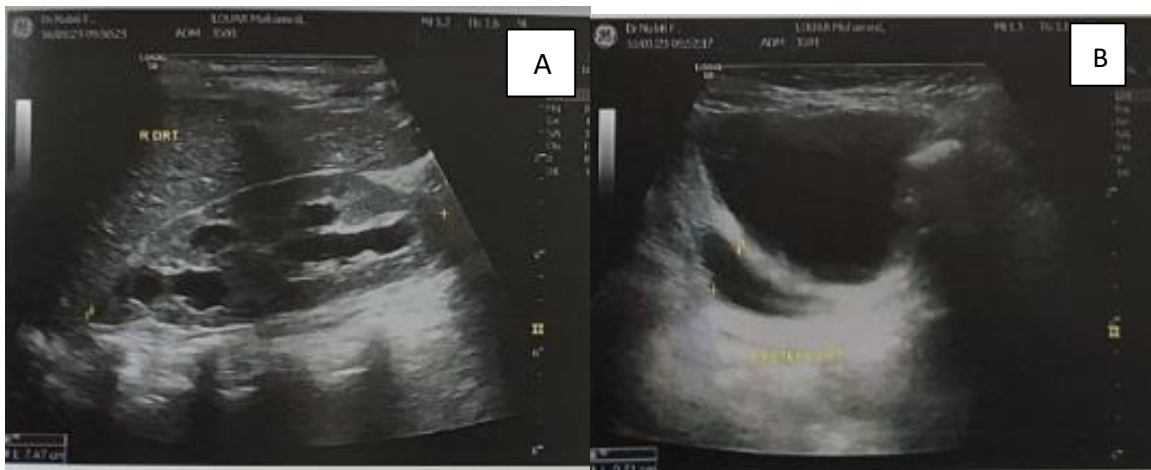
aspect échographique : (A) dilatation pyelo-calicielle. (B) coupe transversale de la vessie avec uretère dilaté [photo prise dans le service].
